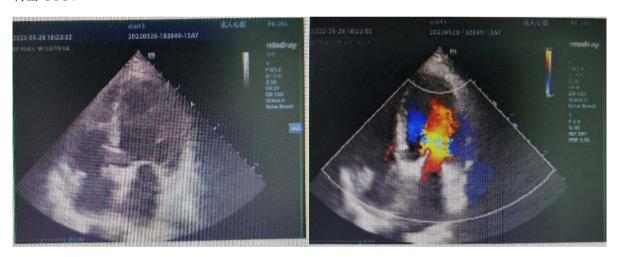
Cardiac ultrasound after TAVR showed that the velocity of the aortic valve orifice was slightly faster, and the left ventricular cavity was significantly smaller than before the operation
